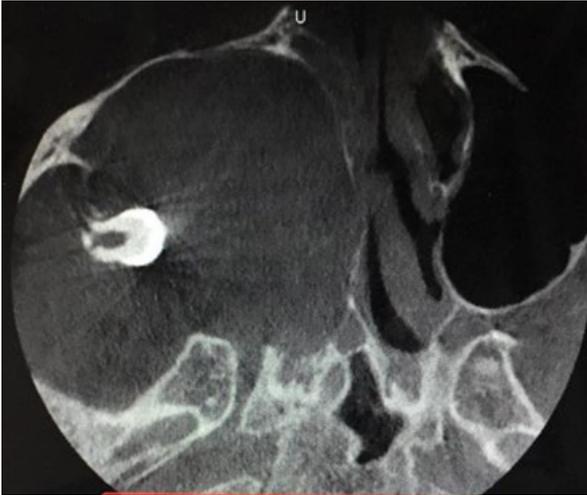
Tomografía computada, corte axial.
